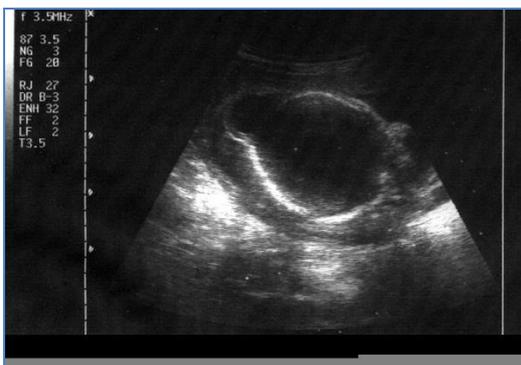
УЗИ головного мозга плода в 13 нед, гестации. Черепно-мозговая грыжа: затылочное менингоцеле в сочетании с гидроанэцефалией (поздняя диагностика).
